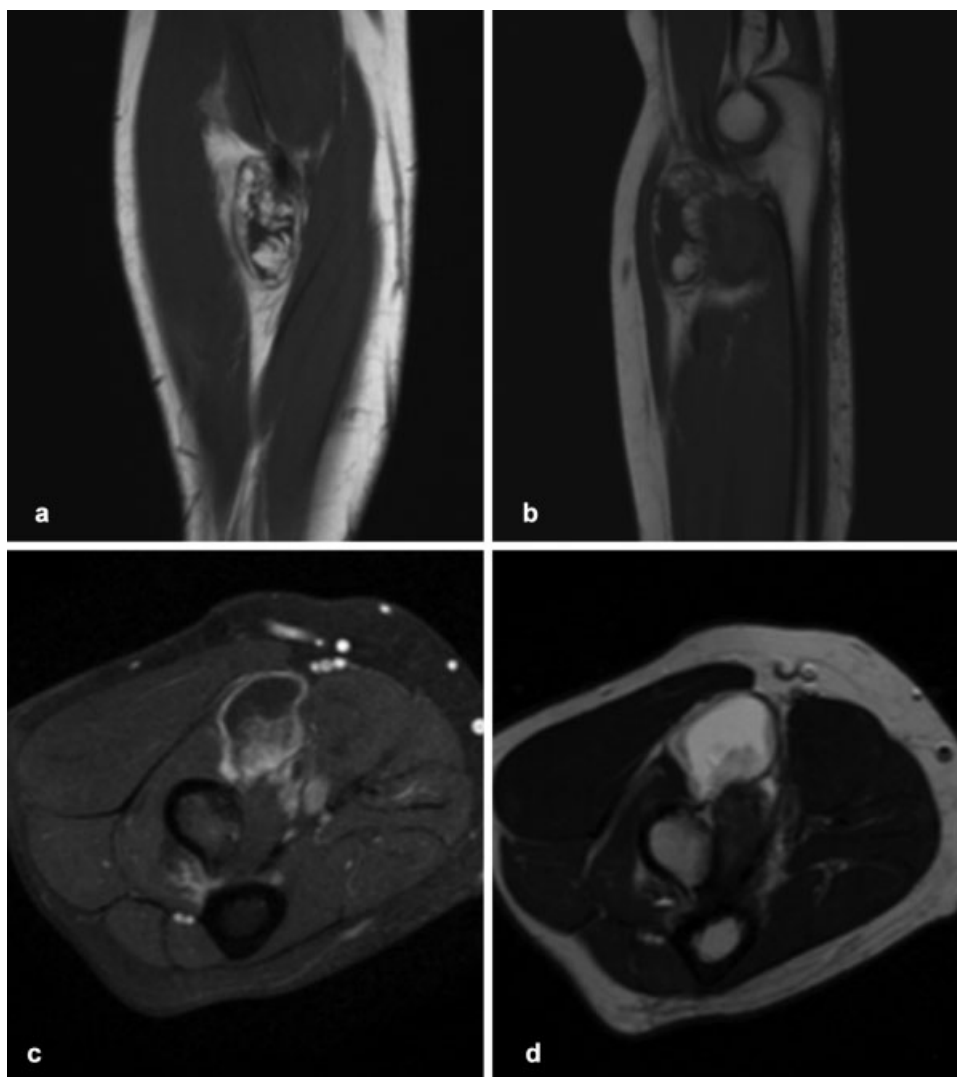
Cortes de Resonancia Magnética. (a) Coronal, donde se aprecia en interior vellosa de la lesión. (b) Sagital, donde se aprecia la localización en la fosa antecubital de la lesión. (c) Axial con contraste intravenoso, donde se observa el realce con la administración del contraste. (d) Axial sin contraste, donde se evidencia el contenido líquido y su relación con la tuberosidad bicipital del radio.
